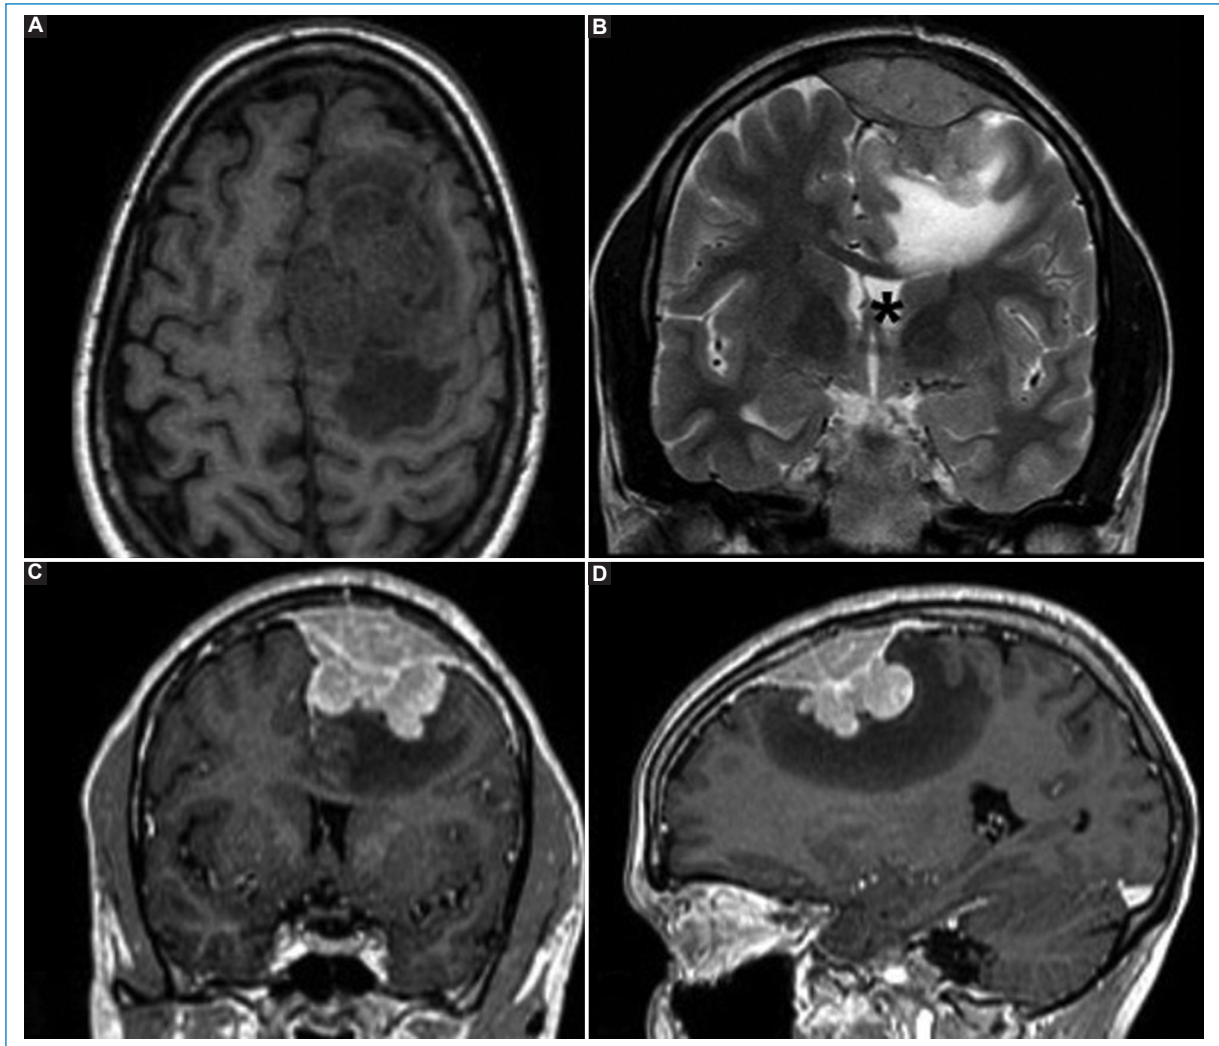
RM de cerebro. A: secuencia potenciada en T1 sin gadolinio. Se visualiza a nivel frontal izquierdo imagen heterogénea, lobulada, que genera desviación de la línea media. B: secuencia potenciada en T2, plano coronal. Se observa compromiso extraaxial con edema perilesional y colapso ventricular homolateral (*). C y D: T1 con gadolinio, planos sagital y coronal. Evidencia lesión lobulada intraaxial y extraaxial con refuerzo dural y marcado realce de esta tras la administración del contraste, edema adyacente, desviación de línea media y efecto de masa sobre ventrículo lateral.
